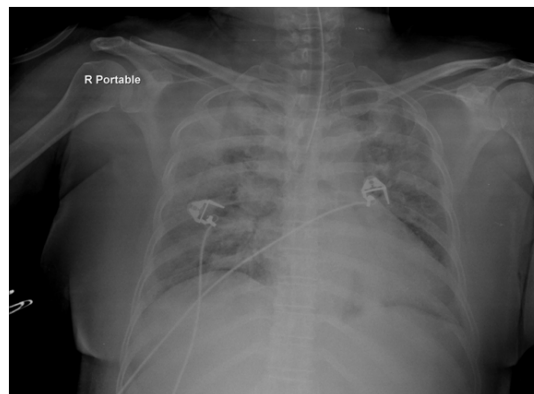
Chest X-ray shows diffuse interstitial infiltration on both lung fields.
